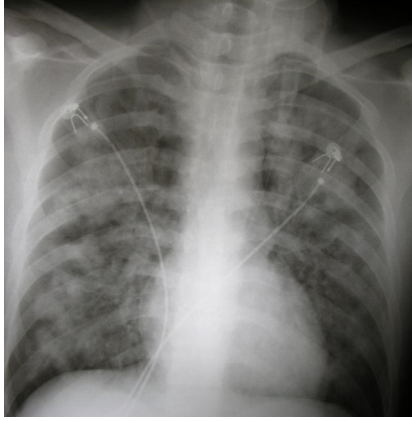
2. olgumuzun x-ray ve MRG grafipleri
